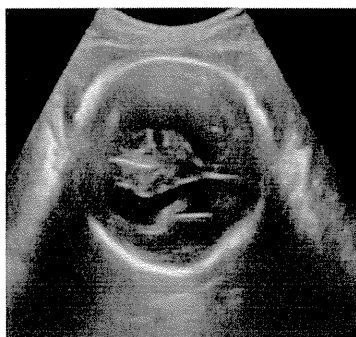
症例2の妊娠30週時の超音波断層像。脳室拡大を認める
